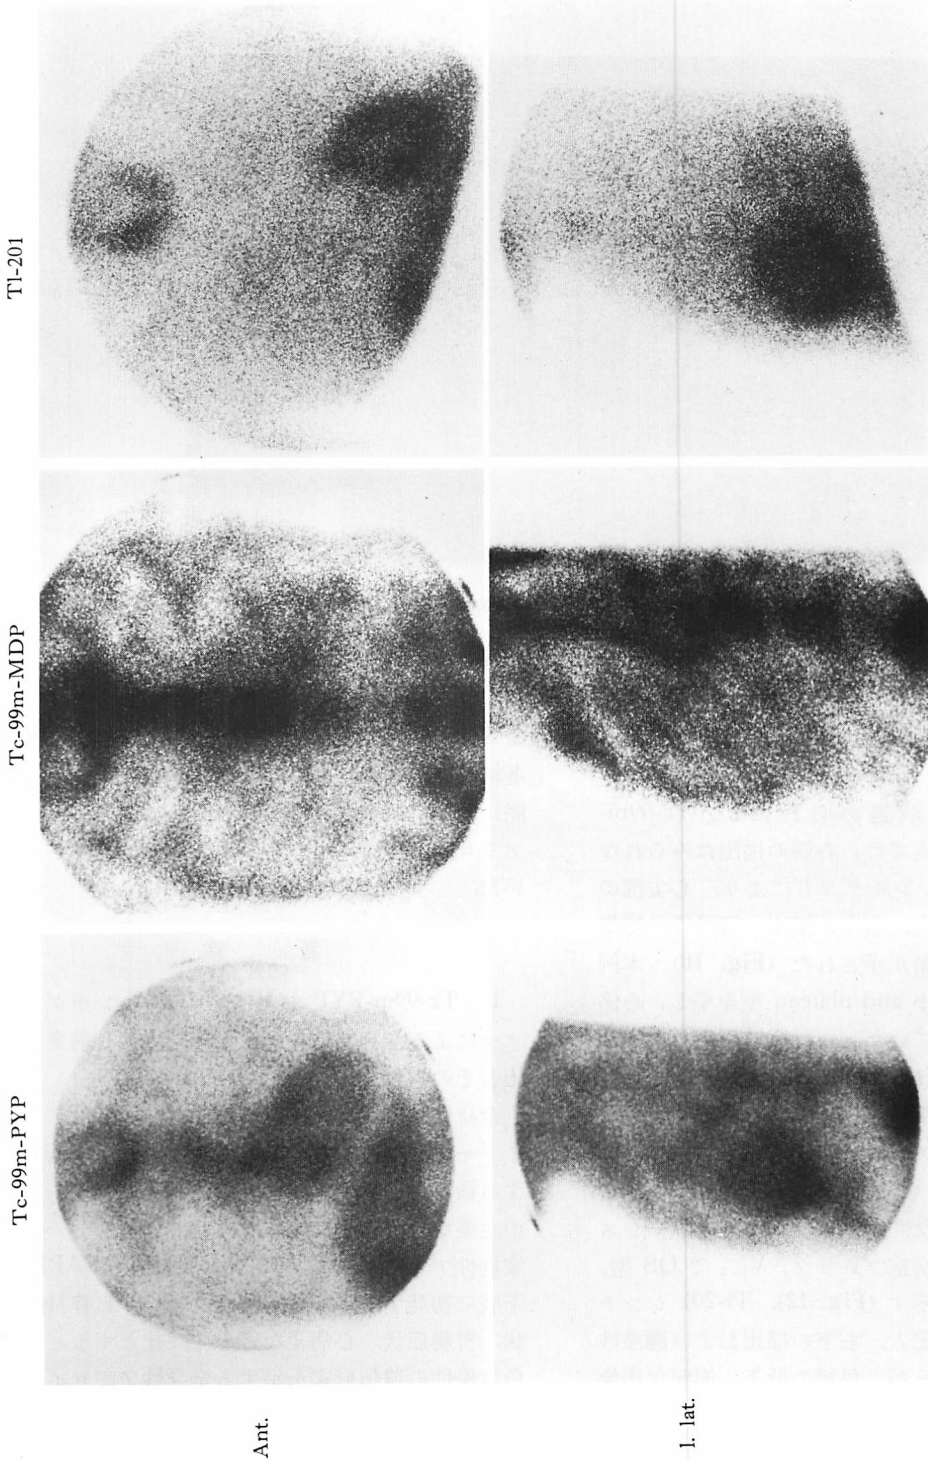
Myocardial scintigrams of the same case as shown in Fig. 6.
